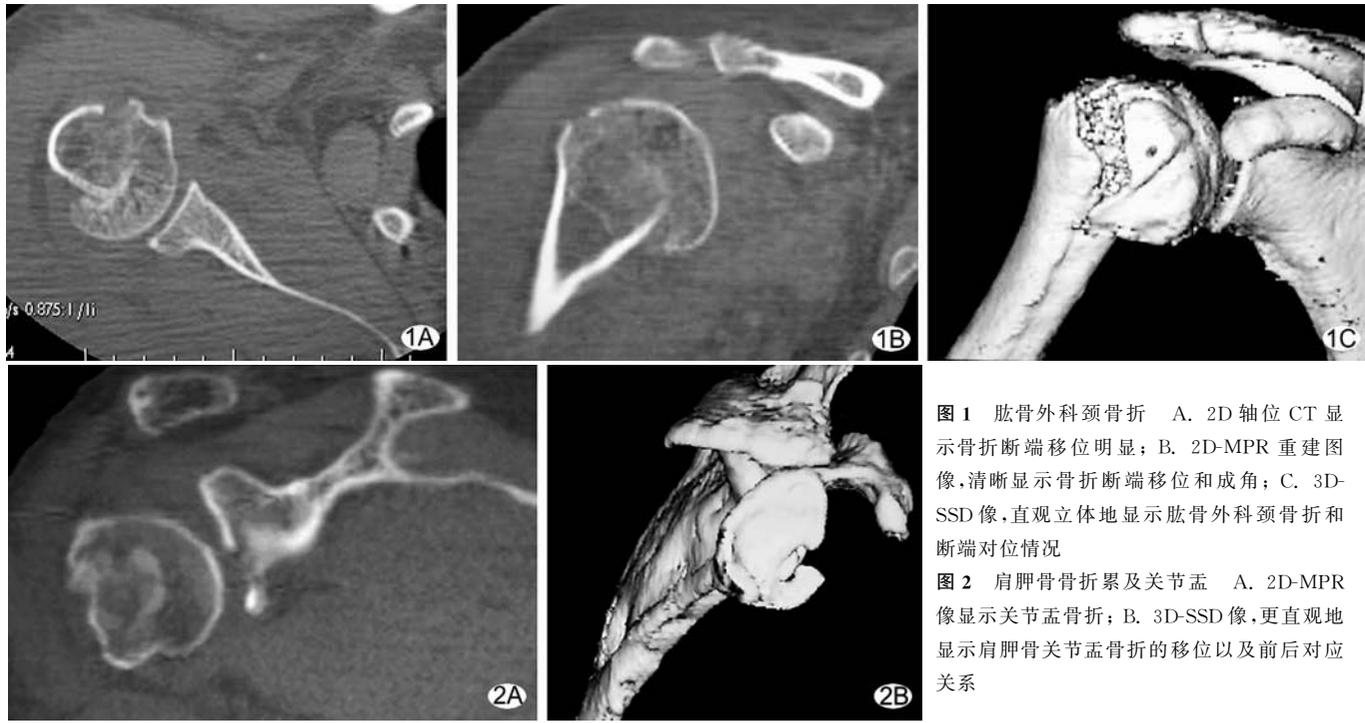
肱骨外科颈骨折 A. 2D轴位CT显示骨折断端移位明显; B. 2D-MPR重建图像,清晰显示骨折断端移位和成角; C. 3D-SSD像,直观立体地显示肱骨外科颈骨折和断端对位情况
